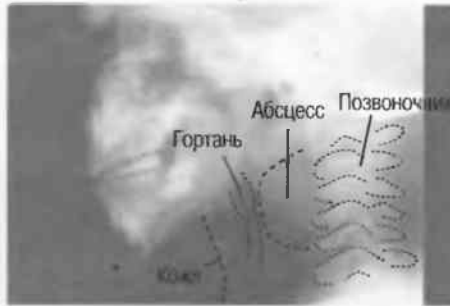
Боковая рентгенография шеи. Тот же абсцесс.
